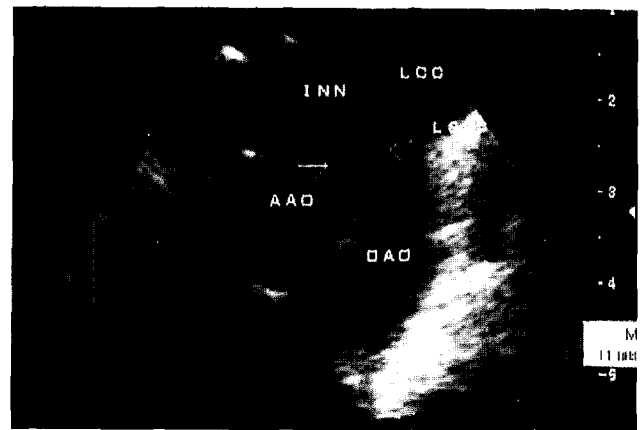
Postoperative 2D echocardiogram. The arrow shows the aortic arch reconstruction site widely patent. INN; innominate artery, LCC; left common carotid artery, LSC; left subclavian artery, AAO; ascending aorta, DAO; descending aorta.
